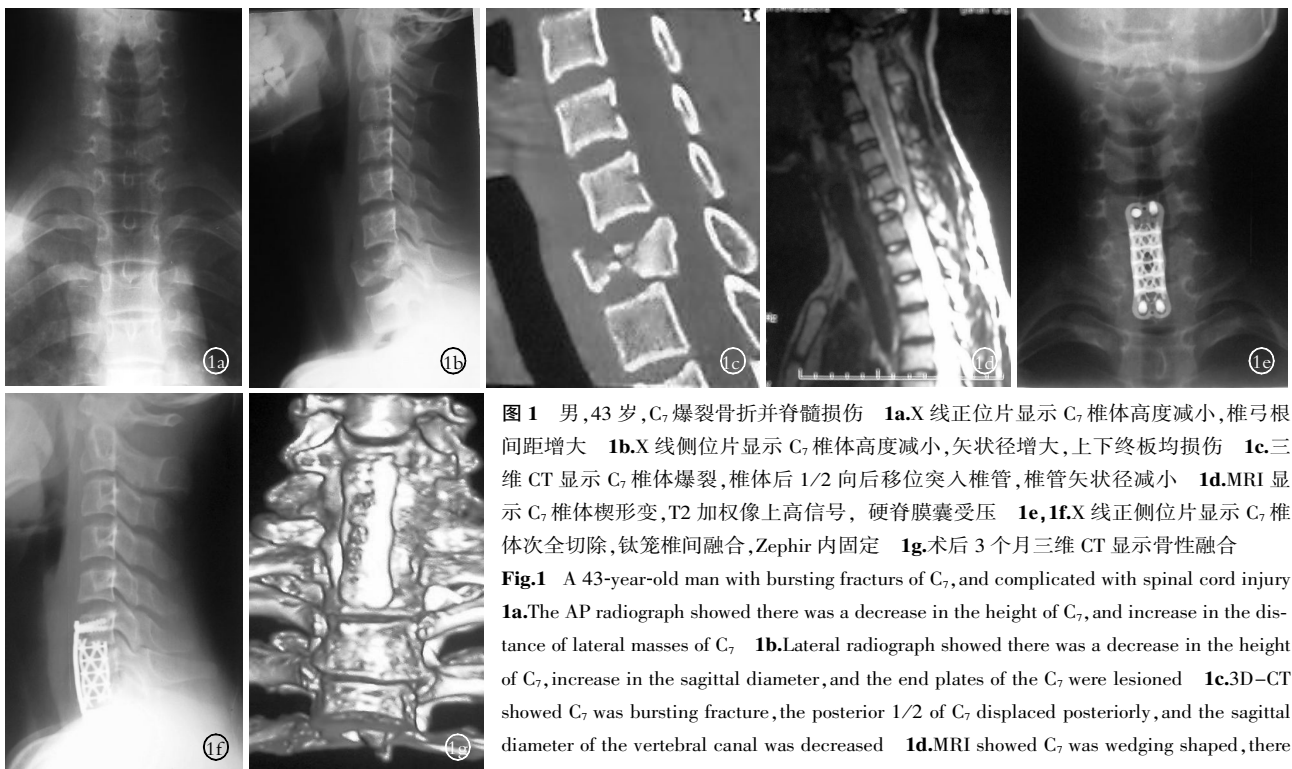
男,43 岁,C₇ 爆裂骨折并脊髓损伤 1a.X 线正位片显示 C₇ 椎体高度减小,椎弓根间距增大 1b.X 线侧位片显示 C₇ 椎体高度减小,矢状径增大,上下终板均损伤 1c.三维 CT 显示 C₇ 椎体爆裂,椎体后 1/2 向后移位突入椎管,椎管矢状径减小 1d.MRI 显示 C₇ 椎体楔形变,T2 加权像上高信号,硬脊膜囊受压 1e,1f.X 线正侧位片显示 C₇ 椎体次全切除,钛笼椎间融合,Zephir 内固定 1g.术后 3 个月三维 CT 显示骨性融合
